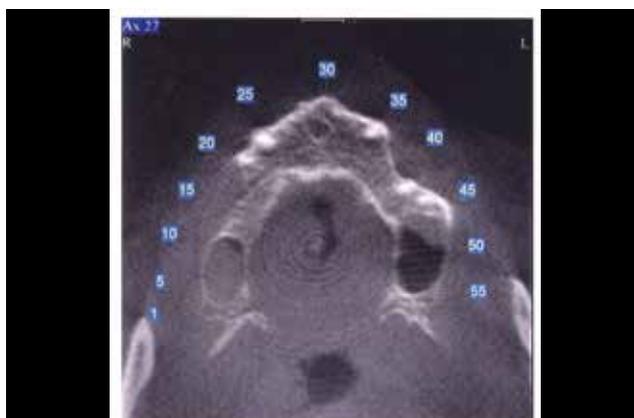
L'immagine assiale TC mostra una perdita di spessore osseo al primo quadrante sul versante vestibolare
